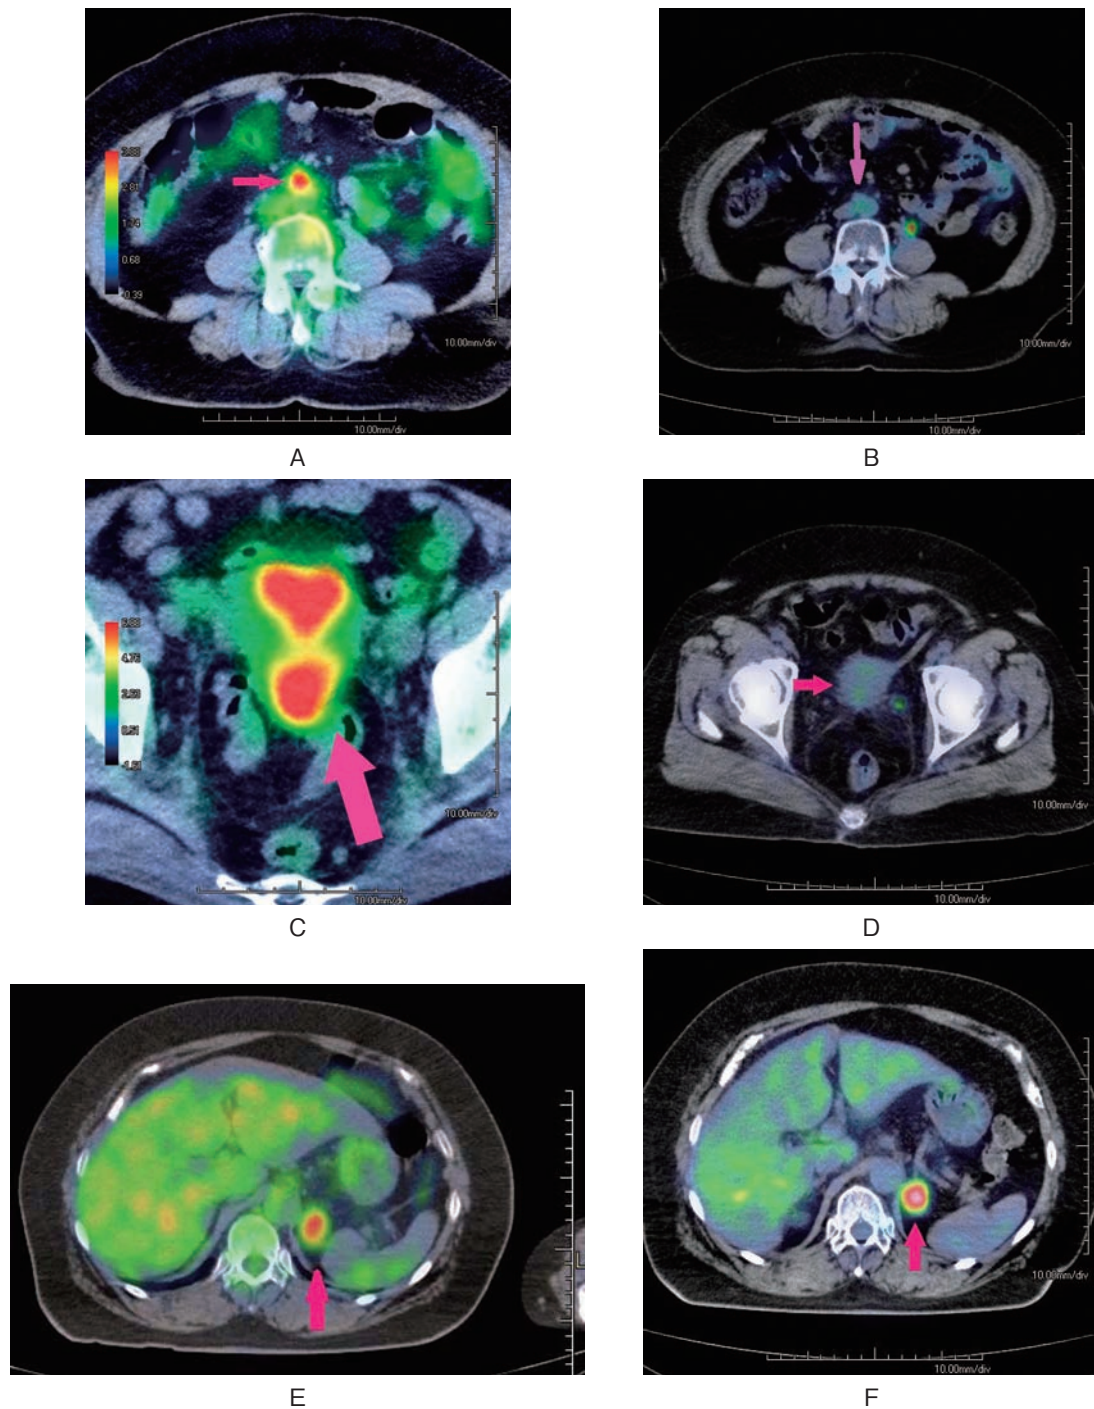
(A): Pre-chemotherapy ^{18}F FDG PET/CT demonstrates increased FDG uptake in paraaortic lymph nodes. (B): Post-chemotherapy ^{18}F FDG PET/CT demonstrates normal FDG uptake in paraaortic lymph node. (C): Pre-chemotherapy ^{18}F FDG PET/CT demonstrates intense avid FDG uptake in the uterus. (D): Post-chemotherapy ^{18}F FDG PET/CT demonstrates normal FDG uptake in uterus. (E), (F): Pre and Post-chemotherapy ^{18}F FDG PET/CT demonstrates intense avid FDG uptake in the left adrenal gland persistently (SUV=6.0, 6.8 respectively).
